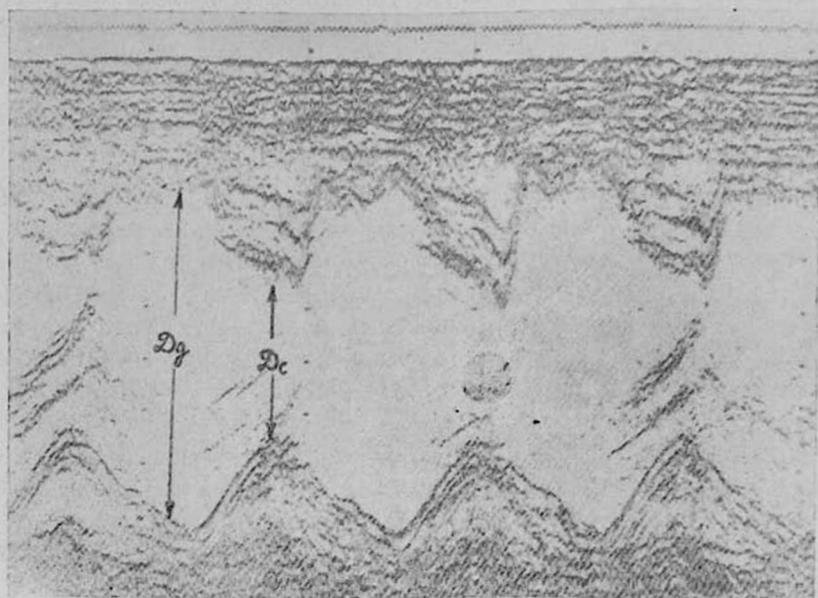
Эхокардиограмма полости левого желудочка больного с недостаточностью аортальных клапанов. Обращает на себя внимание увеличенная амплитуда движения стенок полости левого желудочка.
